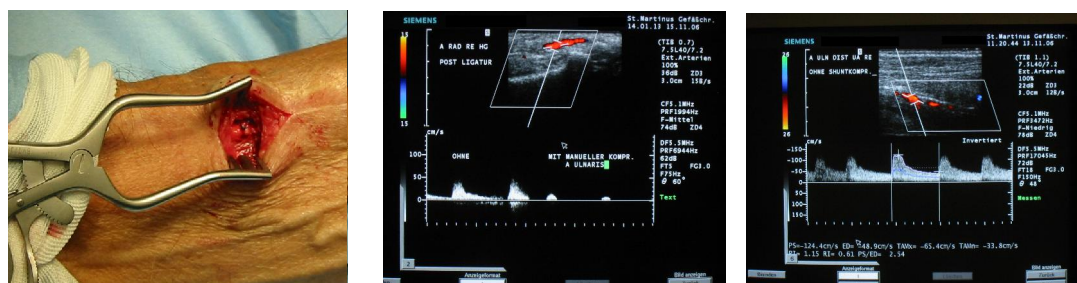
Intraoperativer Situs nach Ligatur der A. radialis distal der Fistel (links). Postoperative duplexsonographische Untersuchung mit Nachweis eines orthograden Blutstroms in der distalen A. radialis. Dieser wird durch manuelle Kompression der A. ulnaris abgeschwächt.
